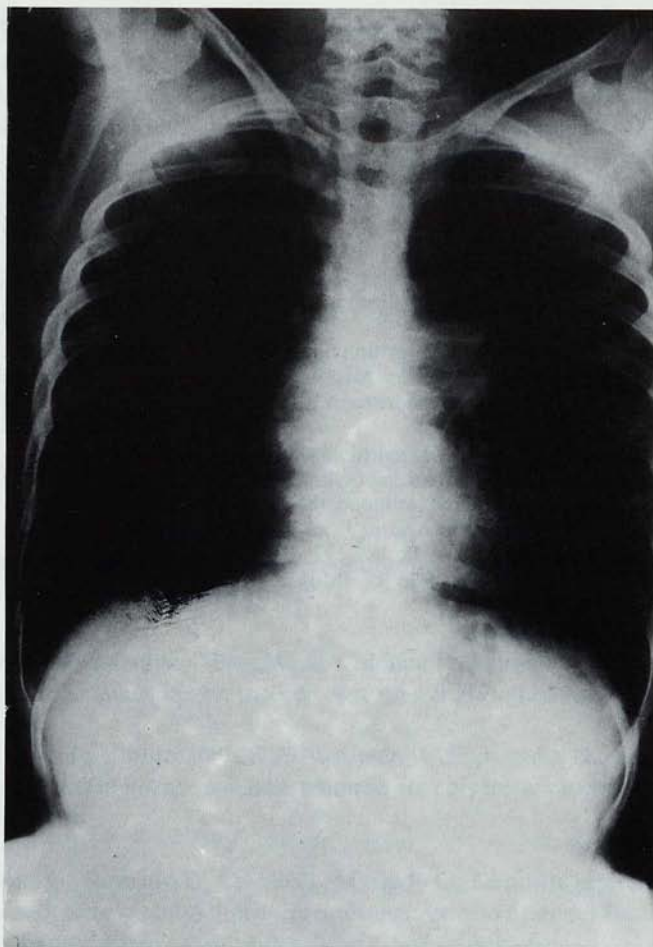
Radiografia simple tòrax després del tractament.
